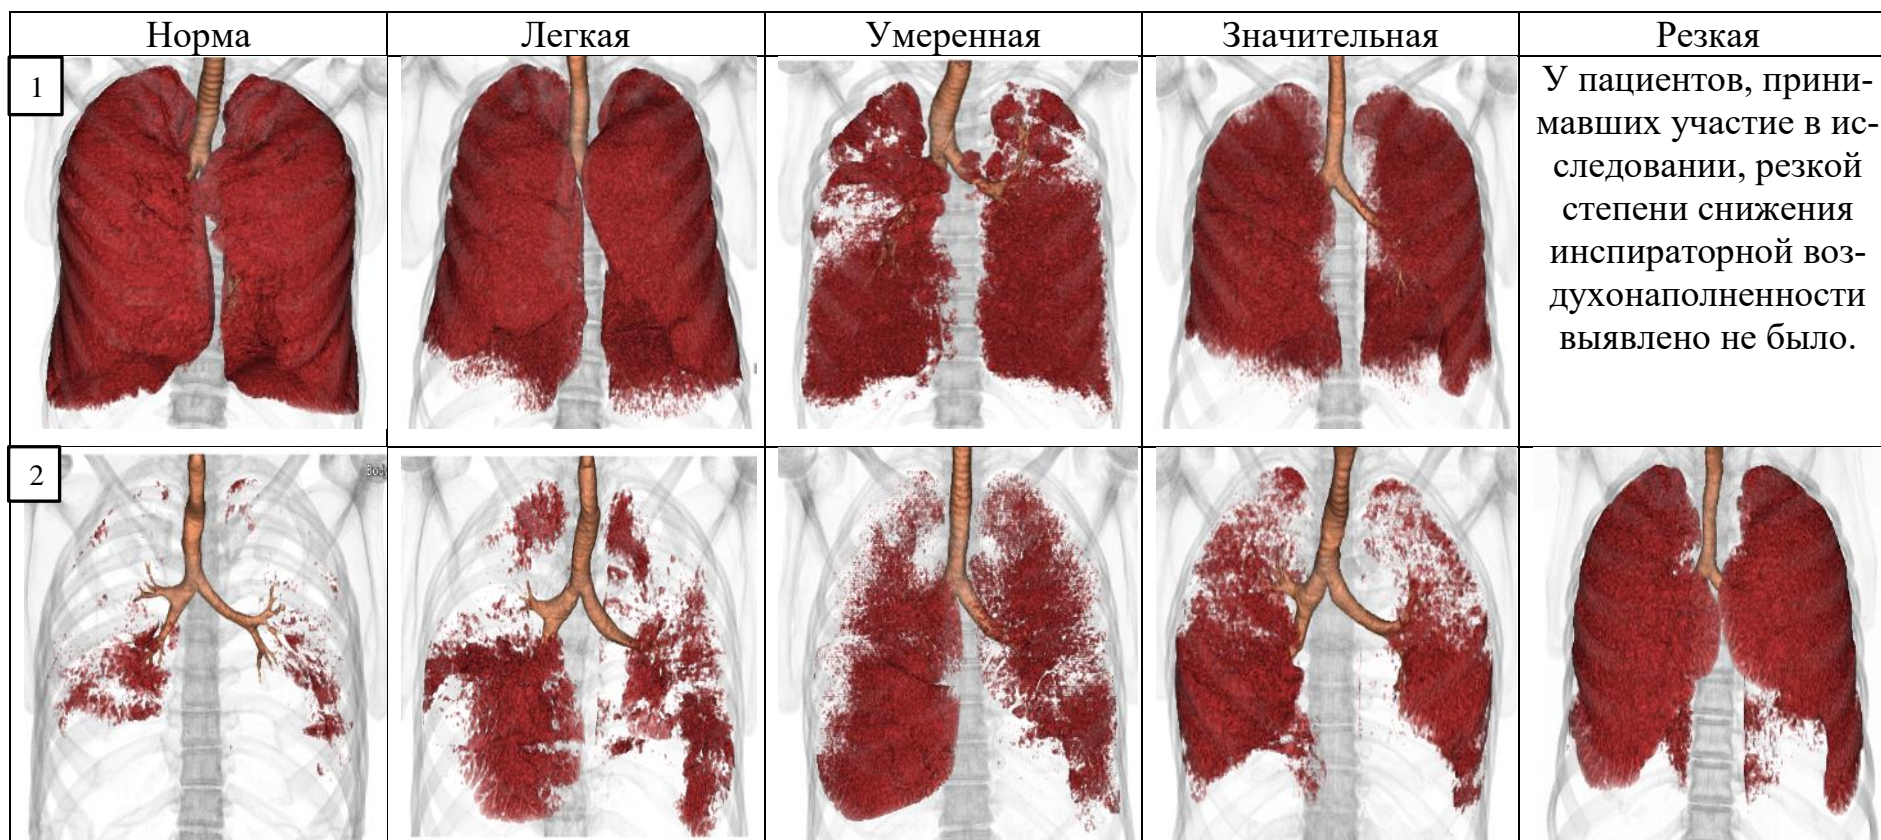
3D-модели КТ-денситоволюметрии в соответствии со степенью тяжести функциональных (1 – инспираторная воздушность, 2 – экспираторная воздушность, верхний диапазон плотности от -850 HU и ниже) и структурных изменений при СОД (3 – в среднем диапазоне плотности от -850 до -660 HU; и 4 – нижнем диапазоне плотности от -650 до 0 HU).
